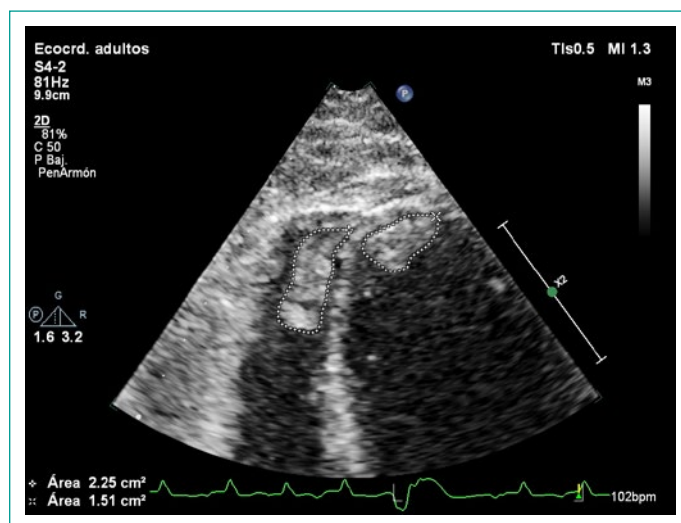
Presencia de trombos en VD y VI, en vista apical 4 cámaras con zoom.
